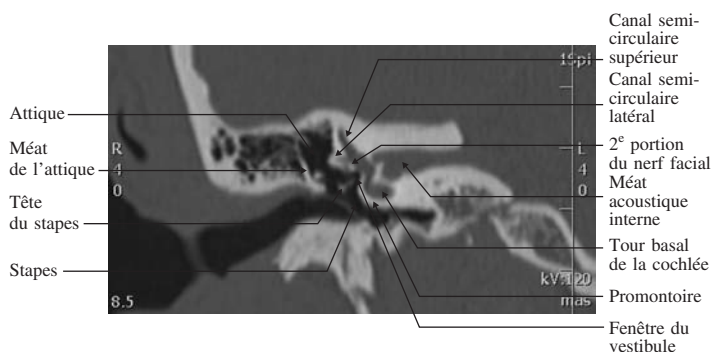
TDM de l'os temporal en coupe coronale, sans injection de produit de contraste, passant par le canal semi-circulaire latéral.
